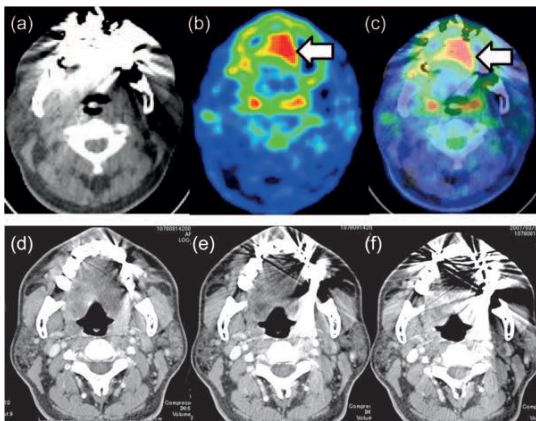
舌癌症例：a. 単純 CT, b. FDG-PET, c. FDG-PET/CT, d-e 造影 CT；CT で不明瞭な GTV が PET では明瞭であった（矢印）。
